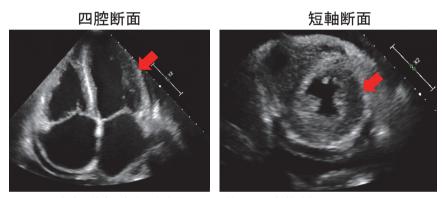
心臓超音波検査: 左室・右室共にびまん性の壁肥厚 (矢印), 両心房拡大を認めた.
